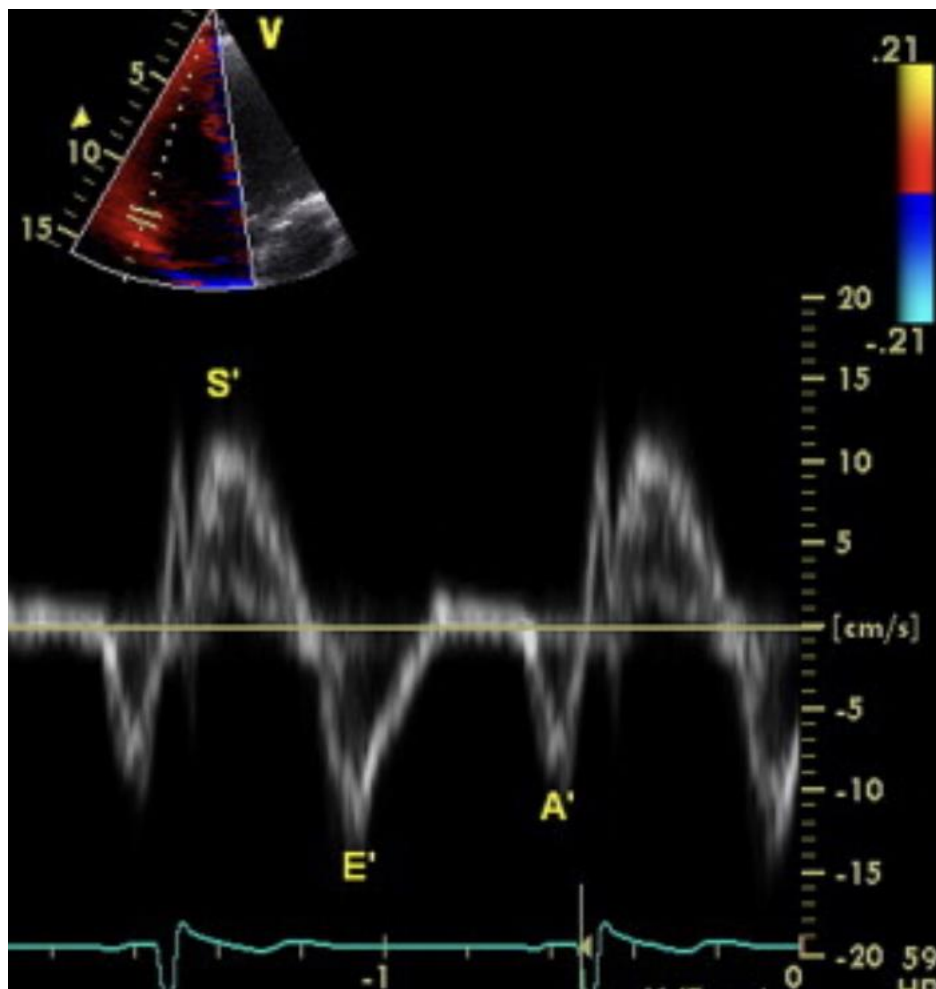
Mesure de l'onde S' tricuspidale au Doppler tissulaire. [168]
